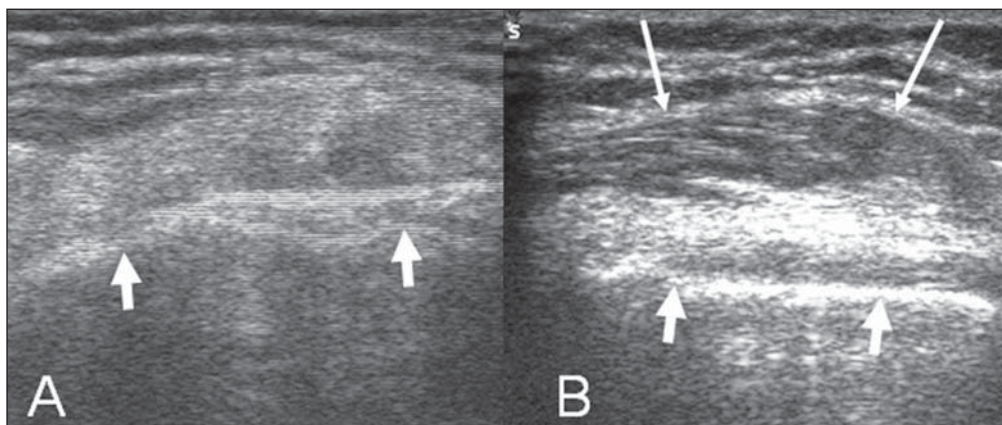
Cortes axiais da ultrassonografia. Em A, com o joelho em flexão, não se observam estruturas com padrão muscular entre o subcutâneo e a superfície óssea (setas curtas). A imagem em B, obtida com o joelho em hiperextensão, evidencia o sartório (setas longas) situado superficialmente aos contornos ósseos (setas curtas).
